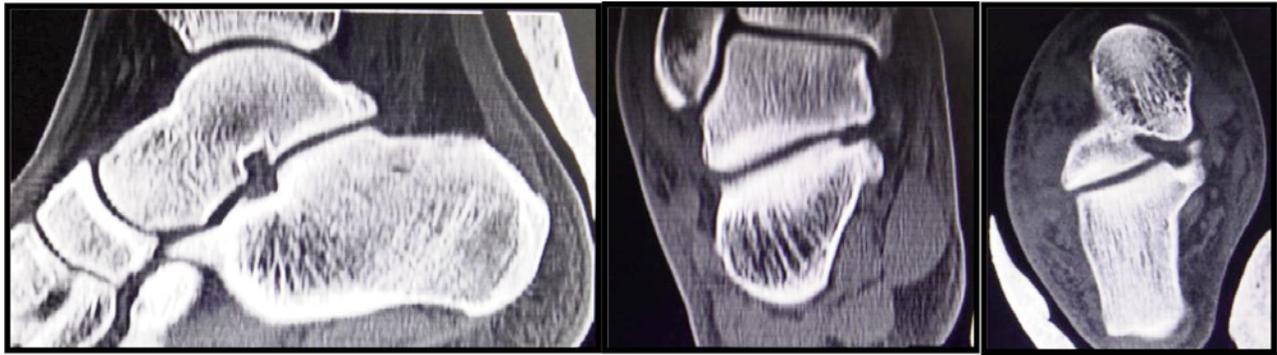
Tomografia computadorizada da redução imediata t(cortes sagital, coronal e axial).
